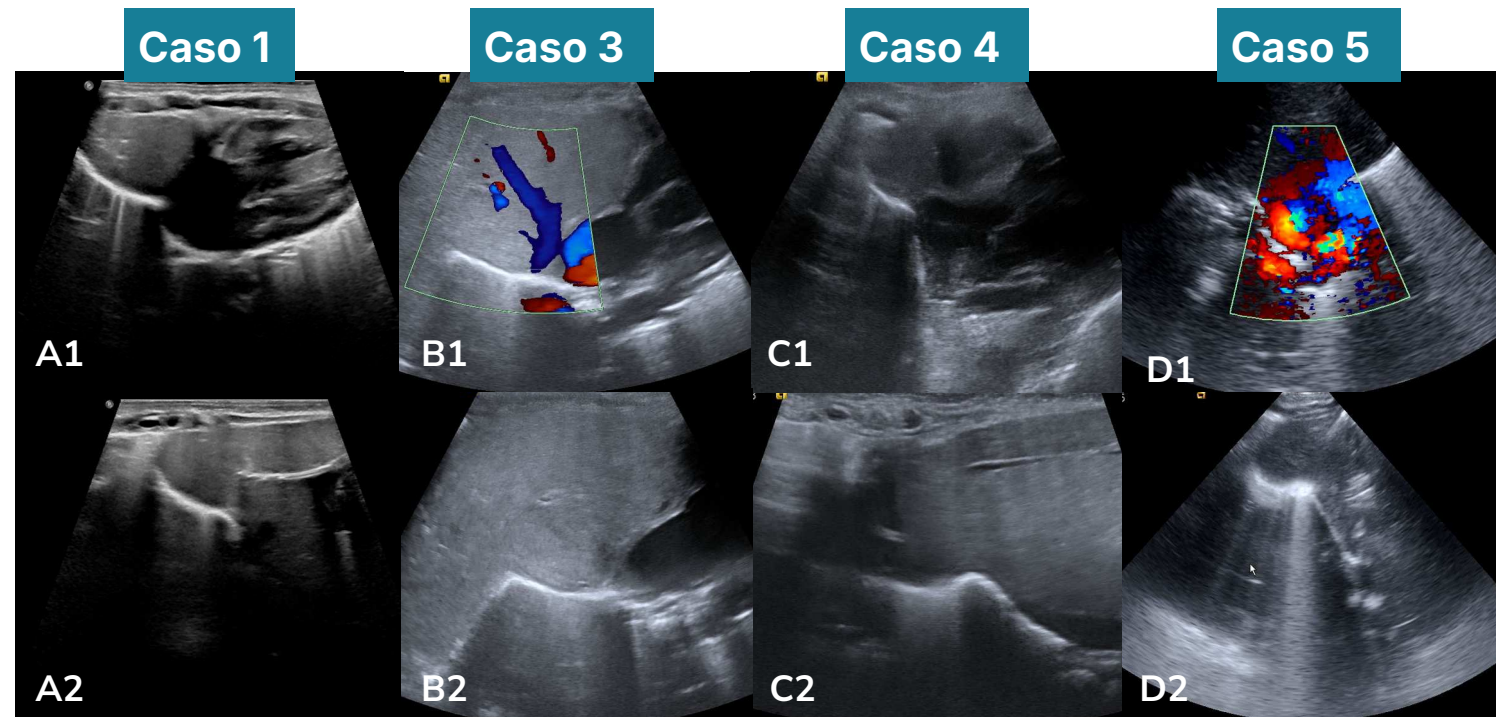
Ecografía torácica y abdominal.
